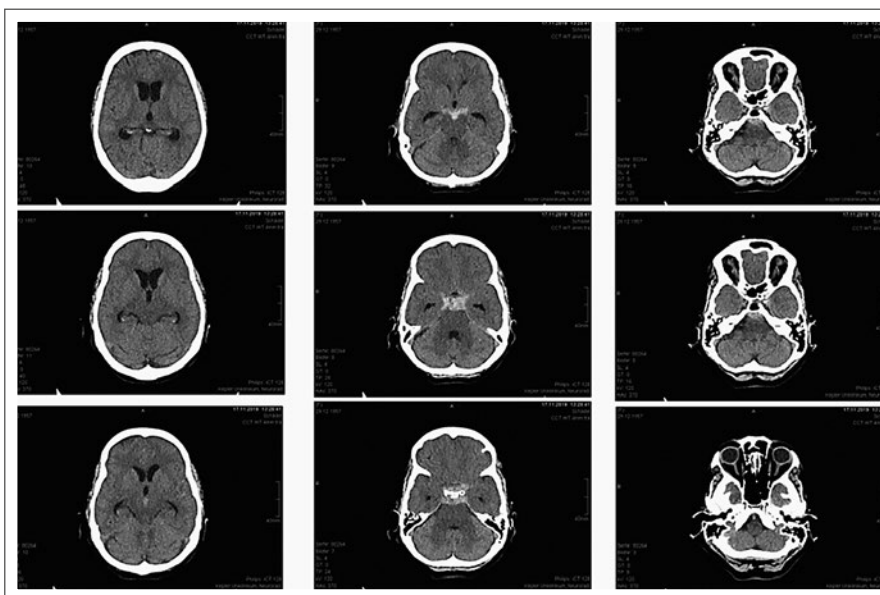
Fallbericht: Computertomographie – Rezidiv (Tag 5)
